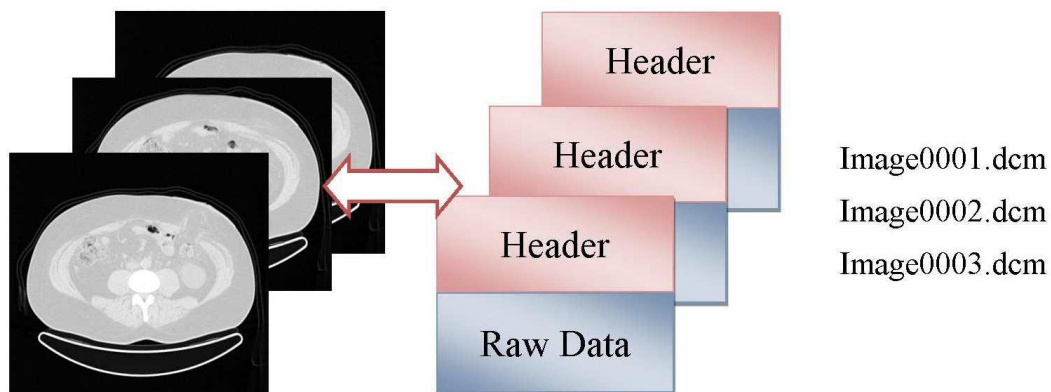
Date obținute prin metoda CT
